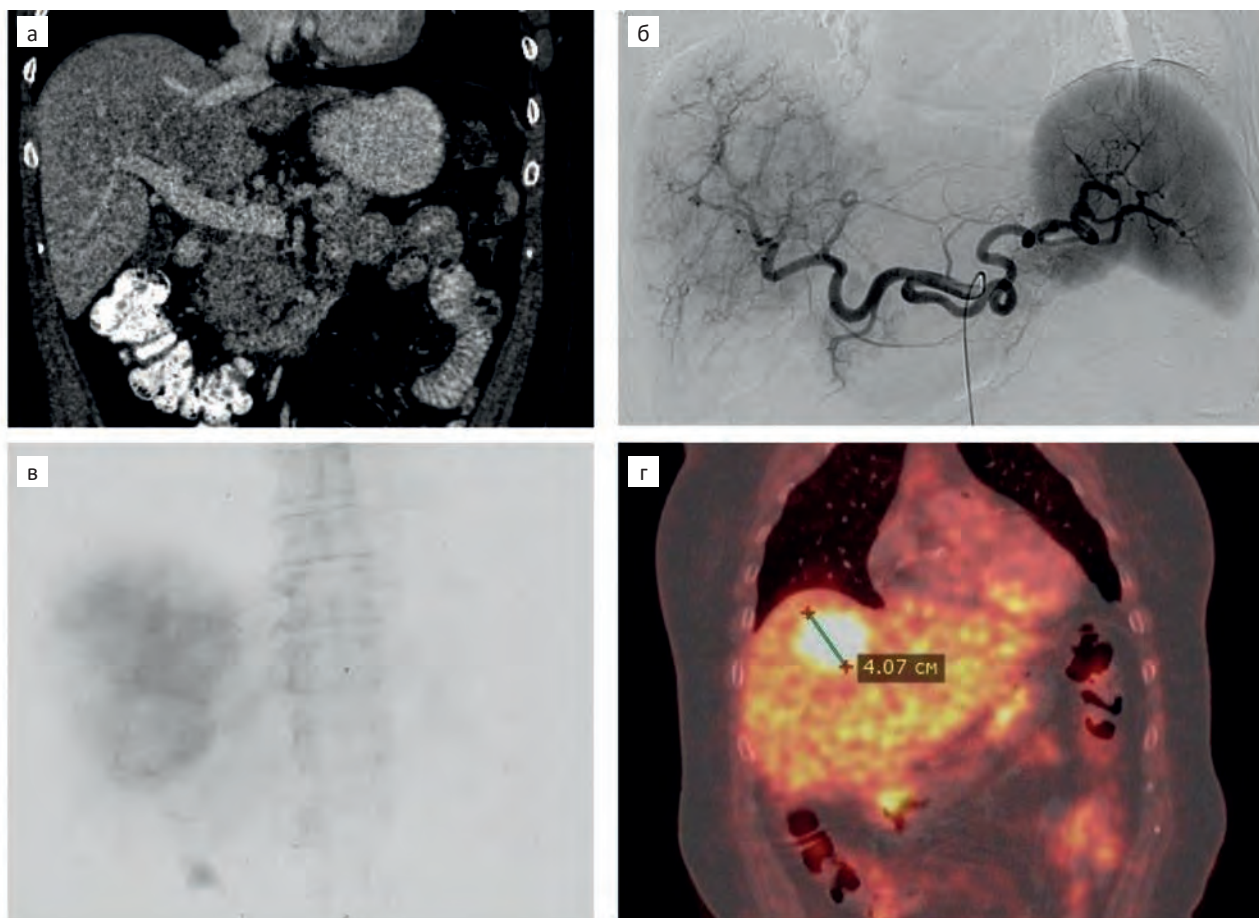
Рентгенограммы больной З., внутрипеченочная холангиокарцинома.
